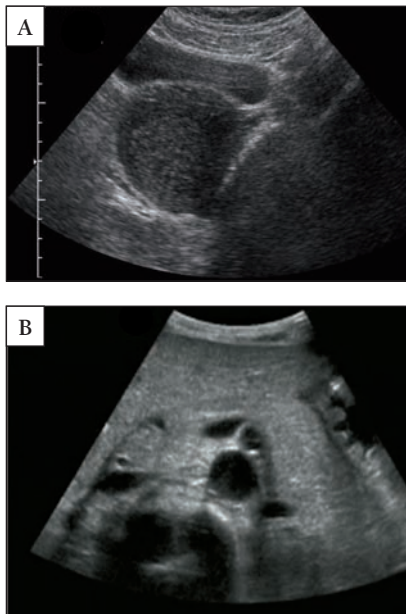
2B: Ecografía abdominal
